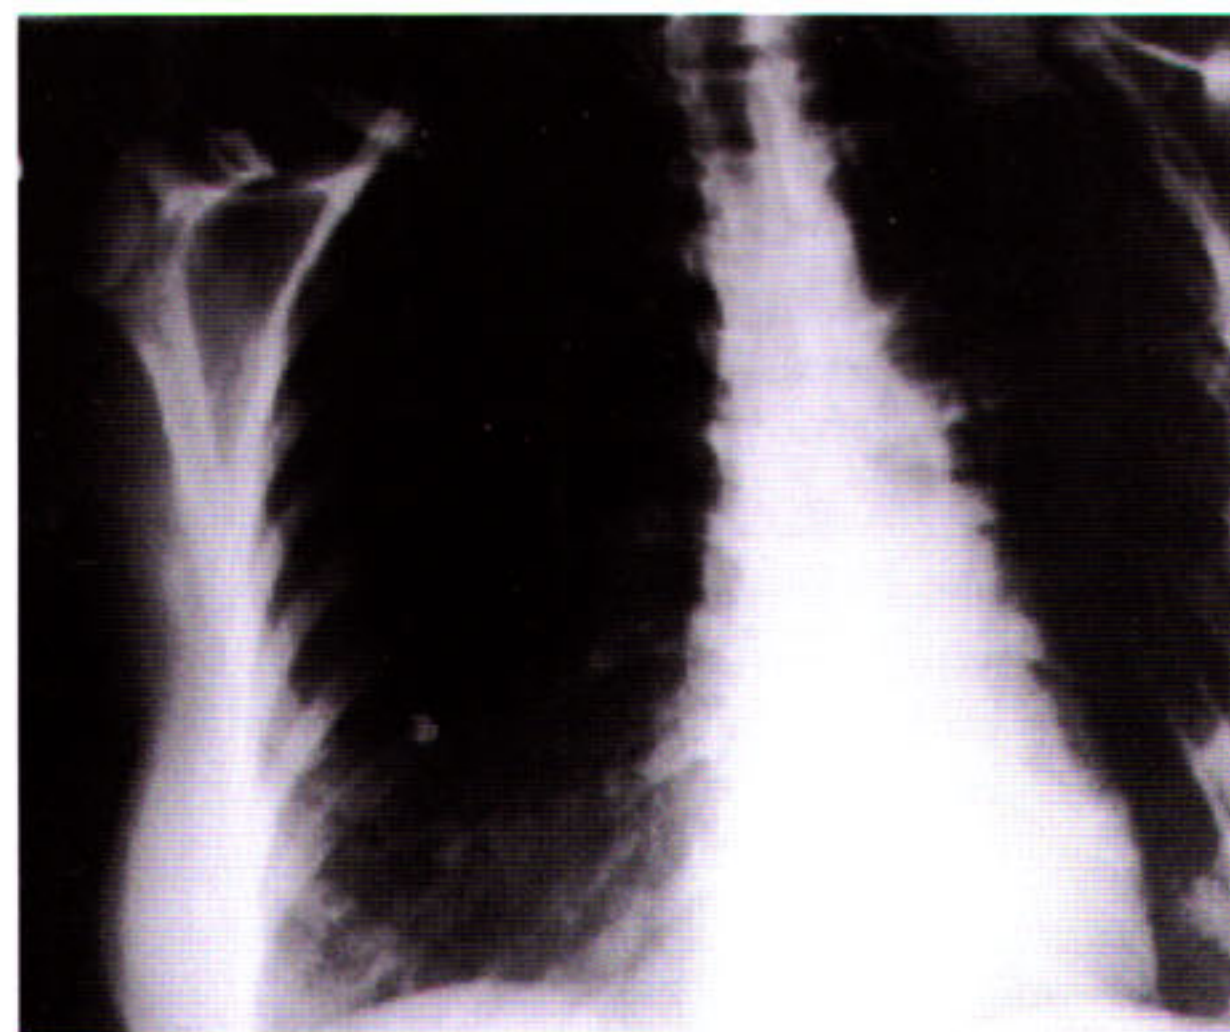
Radiografia no primeiro dia de pós-operatório com o pulmão esquerdo totalmente expandido.
